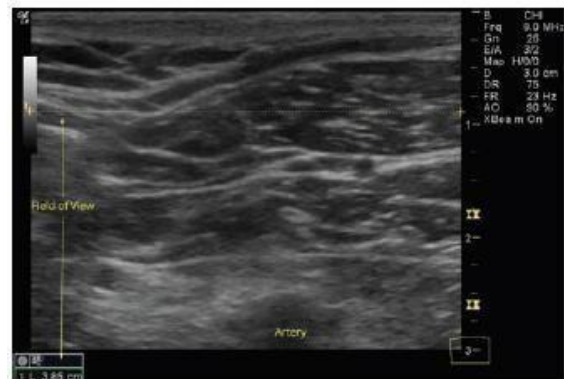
Daerah antara gambar jam kaca mewakili zona fokus dan dapat disetel secara manual pada beberapa mesin ultrasonik
